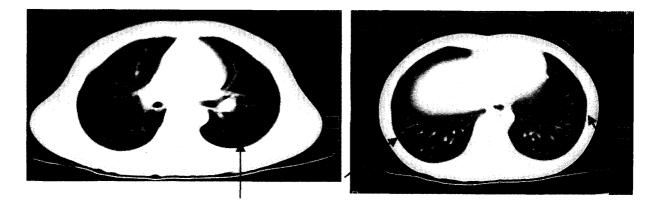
胸部CT画像 左肺に3カ所,右肺に1カ所の small nodule を認めた(矢印)
